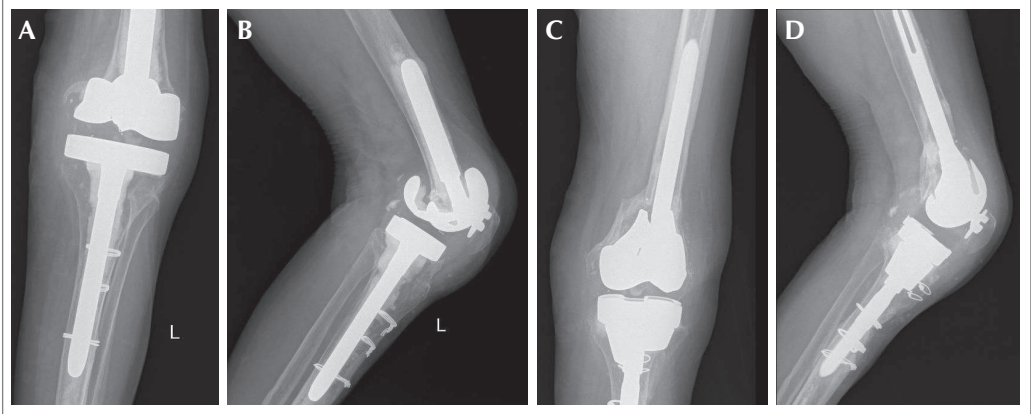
• A: Falência de revisão cimentada (radiografia do joelho ântero-posterior); B: Falência de revisão cimentada (radiografia do joelho de perfil); C: Nova revisão, utilização de hastes, anéis de metal trabecular, femoral e tibial, autoenxerto com sistema de rimagem-irrigação-aspiração (radiografia do joelho ântero-posterior); D: Nova revisão, utilização de hastes, anéis de metal trabecular, femoral e tibial, autoenxerto com sistema de rimagem-irrigação-aspiração (radiografia do joelho de perfil).
